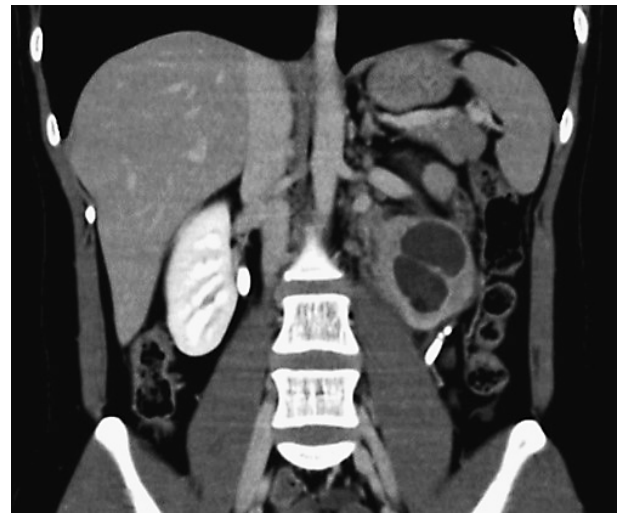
On re-examination of the contrast-enhanced CT, the tumor had shrunk to a diameter of $6 \times 5 \times 4$ cm.
